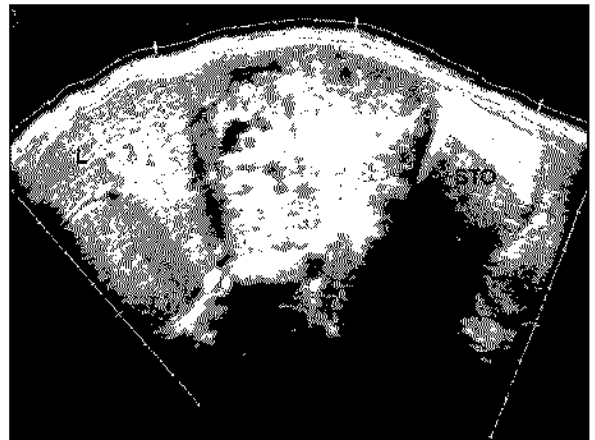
Transverse sonogram of the upper abdomen demonstrates a well-defined mass in the gastrohepatic space, showing complex echogenicity.
